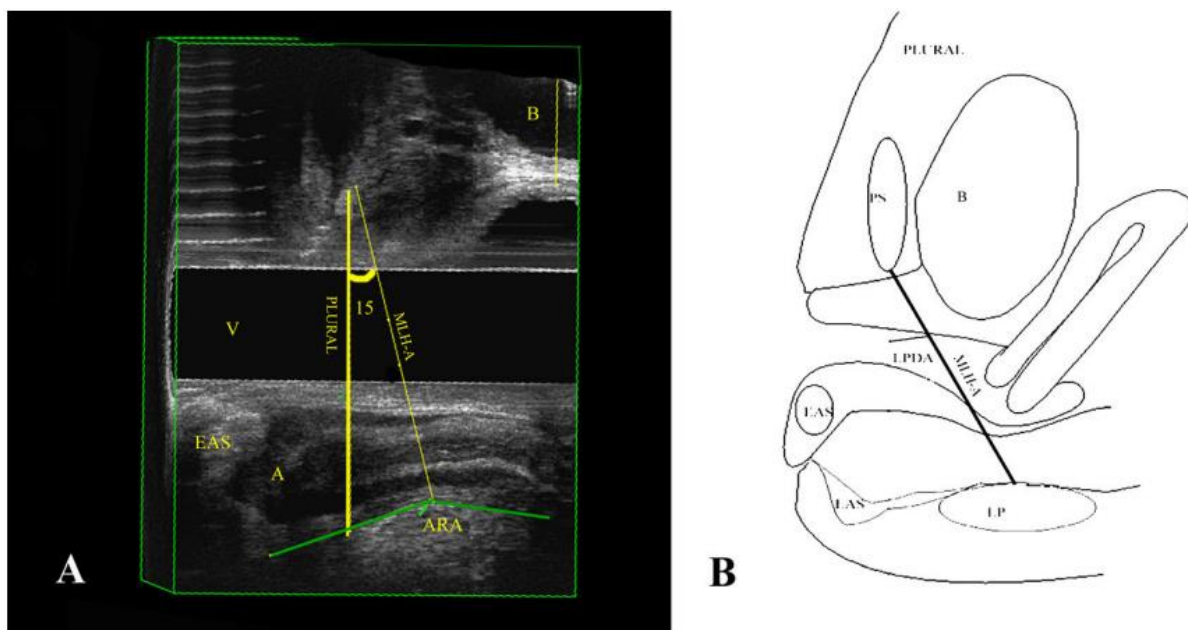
А. Правый среднесагиттальный вид угла опущения постанальной пластинки, в норме он равен 15°. Зеленой линией отмечен аноректальный угол (ARA). В. Схематическое изображение правого среднесагиттального вида структур таза. PLURAL, Pubic Levator plate Ultrasound Reference Assessment Line - Эталонная линия ультразвуковой оценки постанальной пластинки.
